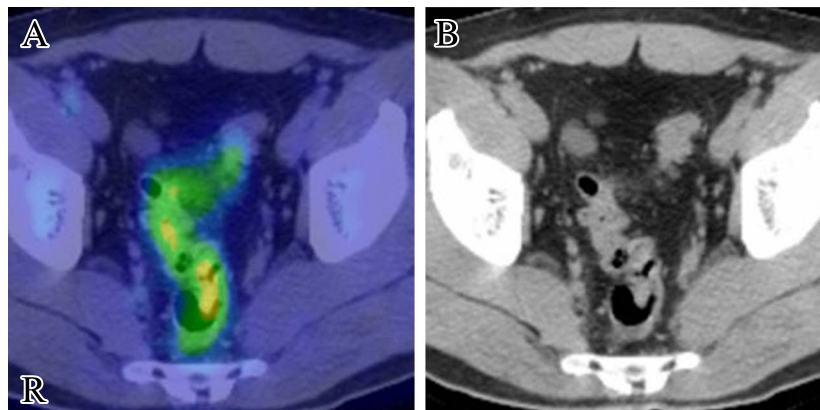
Axial ^{18}F -FDG PET CT images.
